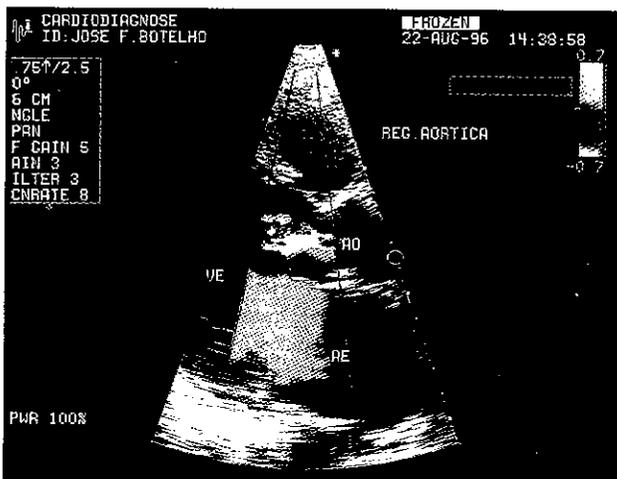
Presença de jato regurgitante aórtico, ultrapassando 2.0cm do plano valvar, visualizado pelo mapeamento com Doppler a cores.
